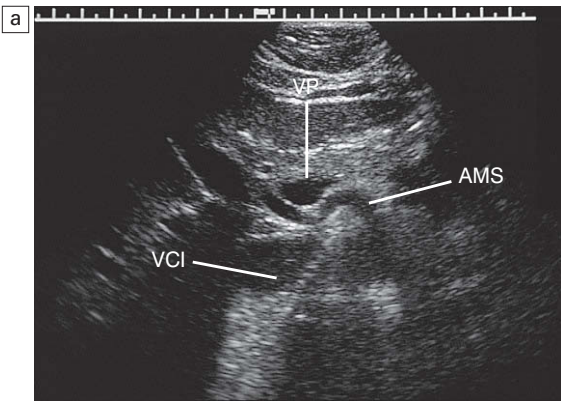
a) Corte transversal en la zona central del abdomen a la altura del origen de la arteria mesentérica superior. Se puede ver una estructura tubular que discurre desde la arteria mesentérica superior (AMS) hasta el lóbulo hepático derecho, entre la vena porta (VP) y la vena cava inferior (VCI). b) Con el Doppler color se identifica dicha estructura tubular como un vaso. Una señal arterial en el espectro Doppler, la identificación de su origen en la arteria mesentérica superior y su trayecto hacia el lóbulo hepático derecho confirman que se trata de una variante de la arteria hepática derecha.
